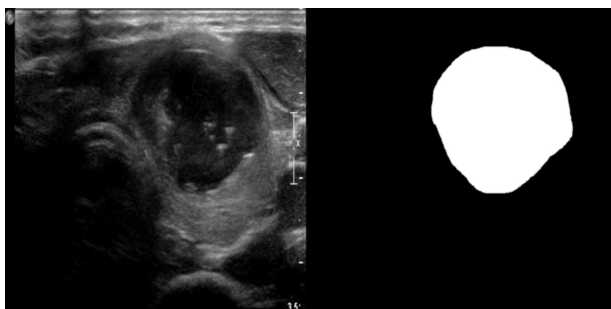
Ultrasound image and corresponding mask image
